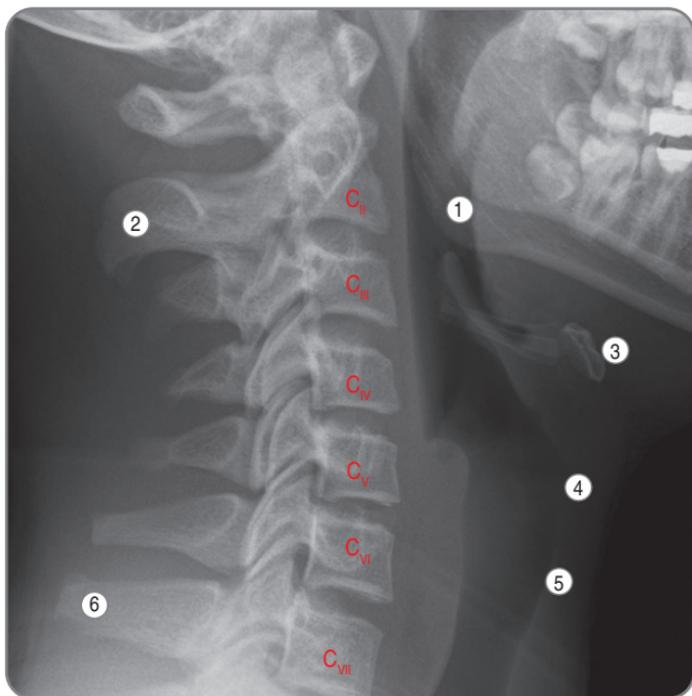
Рентгенограмма шейного отдела позвоночного столба в боковой проекции (у женщины): ① — угол нижней челюсти; ② — остистый отросток C_{II} ; ③ — подъязычная кость; ④ — гортанный выступ; ⑤ — перстневидный хрящ; ⑥ — остистый отросток C_{VII} . Обозначения тел позвонков C_{II} — C_{VII} сделаны красным цветом
